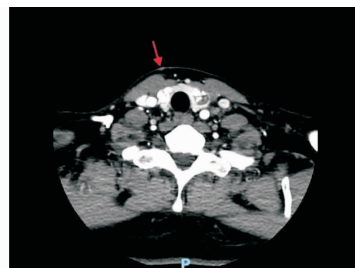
患者术前增强CT所见(箭头所示为肿瘤针道种植部位)
